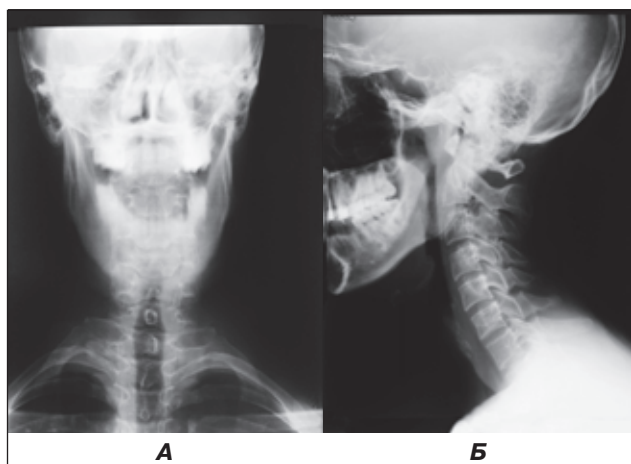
Рентгенограммы шейного отдела позвоночника пациента Г., 30 лет: А — фронтальная проекция, Б — сагиттальная проекция
